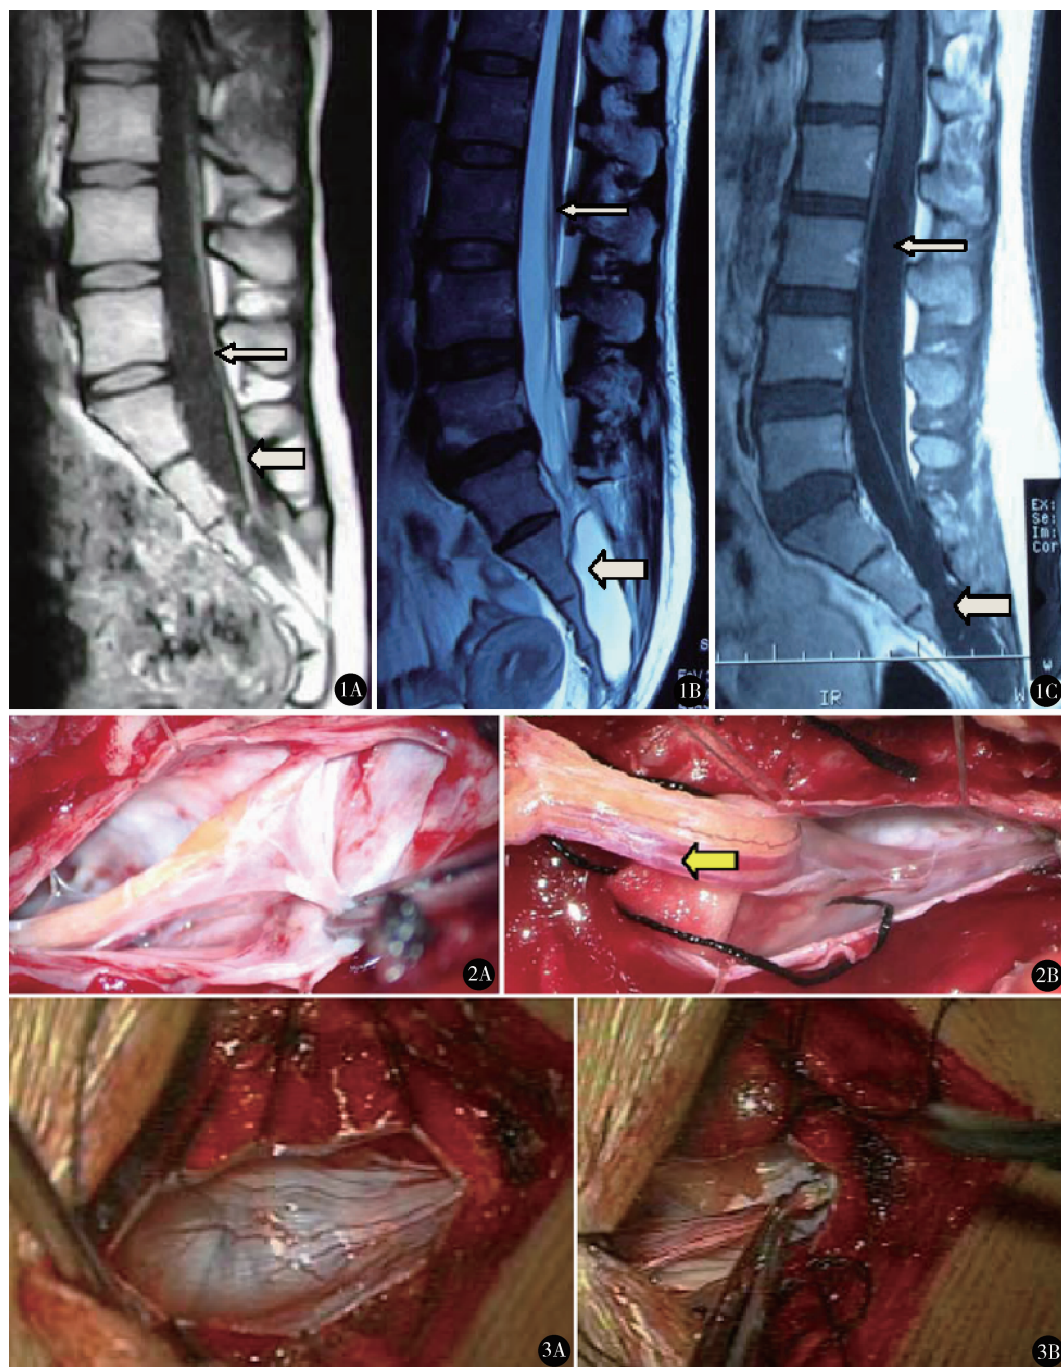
终丝牵张型 TCS 三个亚型 MRI: A. I 型单纯终丝牵张型, T1 加权像显示脊髓末端下降至 L₅ (细箭头), 内终丝增粗牵张 (粗箭头); B. II 型合并髓管内终丝囊肿型, T2 加权像显示脊髓圆锥位于 L₃ 水平 (细箭头), 髓管内长 T2 囊性信号 (粗箭头); C. III 型合并末端脊髓空洞型, T1 加权像显示脊髓下端至内终丝内脑脊液信号, 无圆锥结构 (细箭头), 合并髓管内终丝囊肿 (粗箭头) 图 2 I 型单纯终丝牵张型 TCS 术中: A. 终丝因脂肪浸润增粗, 内终丝末端与硬膜囊末端紧密连接; B. 电凝切断内终丝远端, 逆行向头端剥离, 箭头示内终丝腹侧纵行粗大血管 图 3 III 型合并末端脊髓空洞型 TCS 术中: A. 髓管后壁切开后, 可见内终丝内空洞, 内为脑脊液流动征象; B. 在末端电凝切断内终丝, 提内起终丝末端, 向头端剥离, 行终丝切断, 空洞内引流术 (内终丝断端由膝状镊钳夹)
